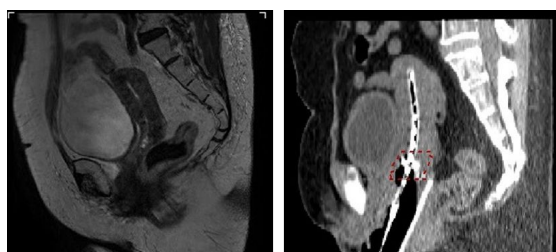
子宮頸がんの ICBT 症例の MR 画像 (左) と CT 画像 (右) .
